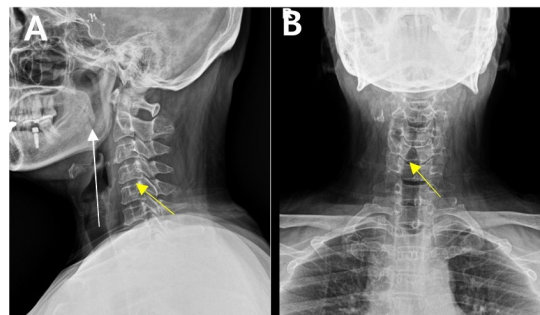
C-spine X-ray AP/LAT-Straightening of cervical lordotic curvature (A, white arrow), Mild disc space narrowing at C4/C5 (A, yellow arrow). Well-preserved neural foramen (B, yellow arrow).
